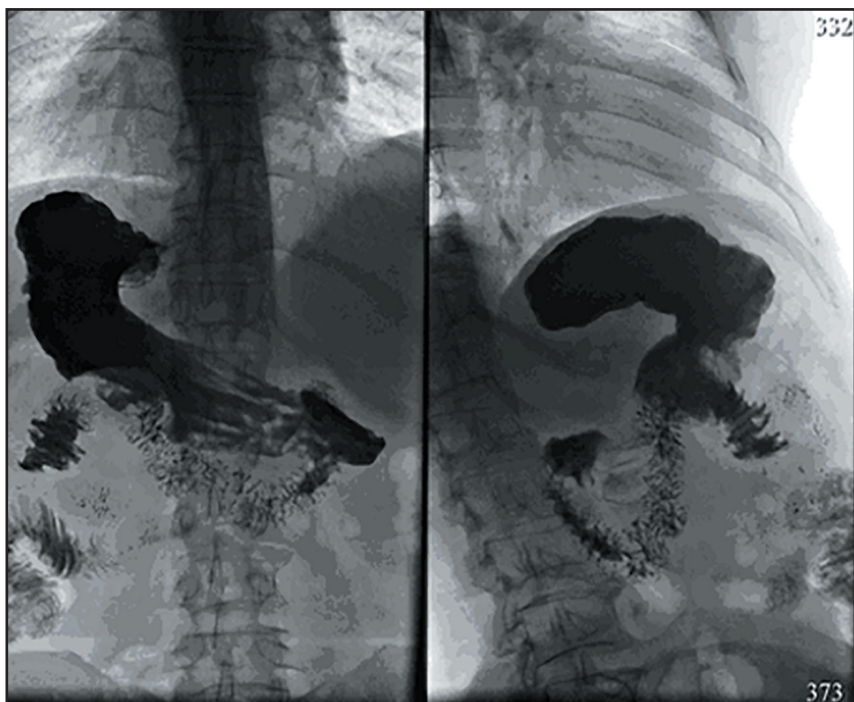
Рентгенологическое исследование ВОПТ в горизонтальном положении пациента. Фаза тугого наполнения желудка. Рак тела желудка (продолжение). Слева – на животе к приемнику рентгеновского излучения, справа – левым боком к приемнику рентгеновского излучения
